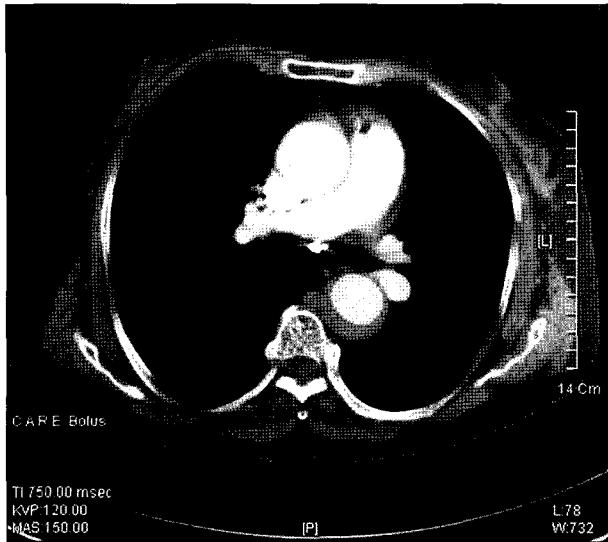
Chest CT on admission showed intramural hematoma of the descending thoracic aorta.
